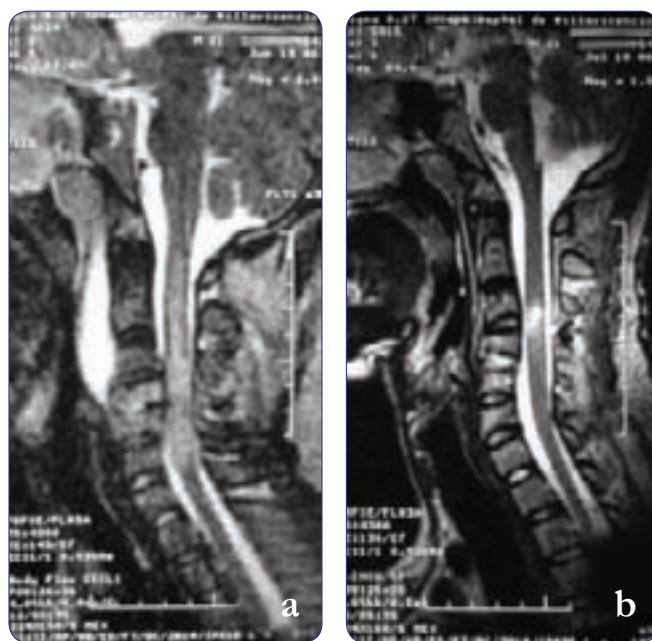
Imágenes de resonancia pre y posquirúrgica a un año. a) Se aprecia una hiperintensidad difusa del cordón medular de C3 a C6. b) Se observa un foco hiperintenso bien definido en C3 que corresponde al área de mielomalacia.
